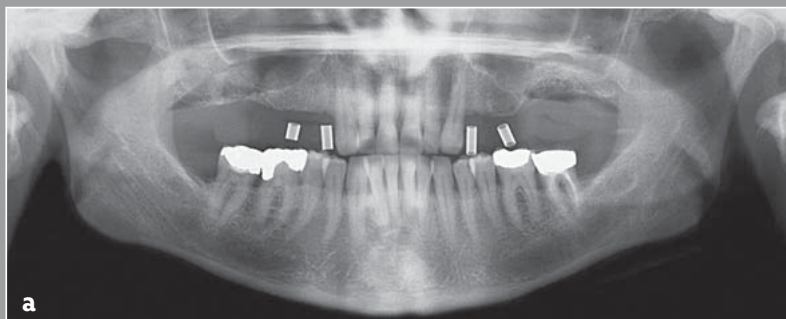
Implantation von axial und geneigt inserierten Implantaten mit *Flapless*-Technik bei einem Patienten mit beidseitigen distalen Zahnlücken im Oberkiefer. a) Präoperatives Röntgenbild mit Schablone. b) Präoperative Okklusalansicht. c) Präoperative Okklusalansicht mit Operationschablone. d) Okklusalansicht nach Operkularisierung der keratinisierten Mukosa. e) Lateralansicht mit Positionsindikatoren. f) Lateralansicht während der Insertion des distal geneigten Implantats. g) Lateralansicht der Implantation in regio 24 und des bereits inserierten Implantats in regio 26. h) Okklusalansicht der inserierten Implantate in regio 24 und 26 (geneigt). i) Okklusalansicht der festsitzenden Provisorien mit Sofortbelastung. j) Röntgenbild des Falles nach 5 Jahren.
